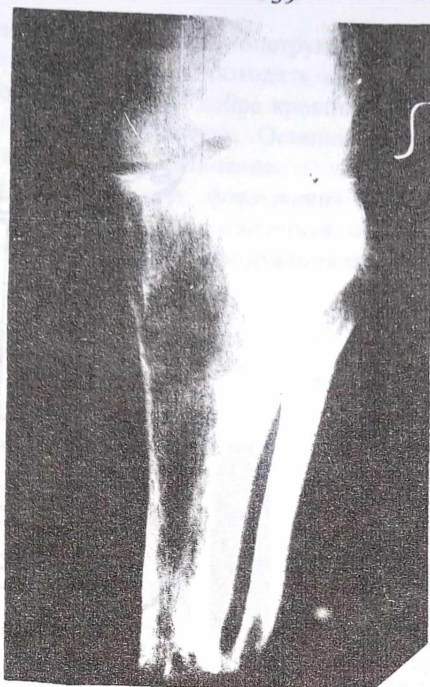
Фото рентгенограми. Ампутація кукси гомілки з синостозуванням кісток шляхом компресії малогомілкової кістки до великогомілкової.
